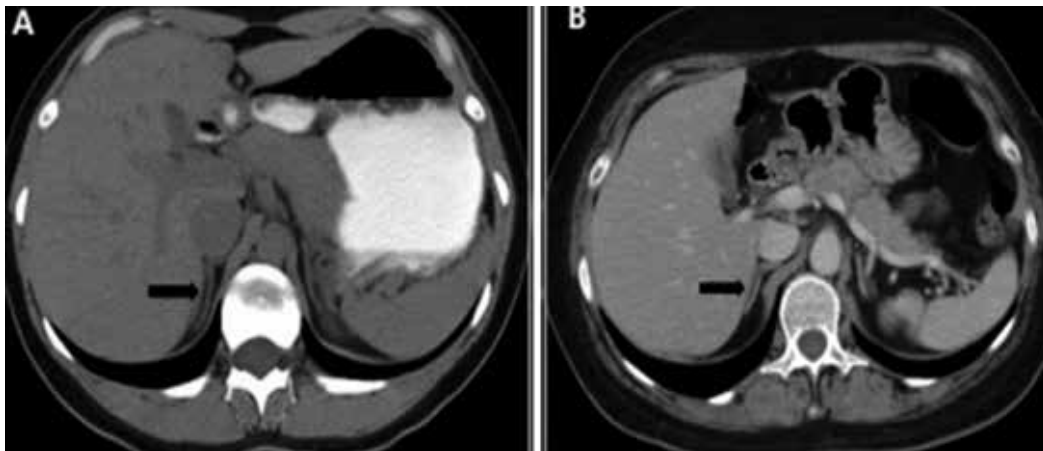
Glándula suprarrenal normal en corte axial de tomografía, sin contraste (A) y con contraste (B)
